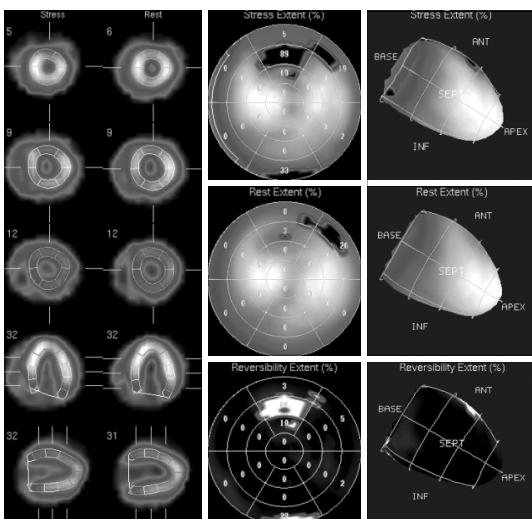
Myocardial SPECT shows reversible perfusion defect on anterior wall.
